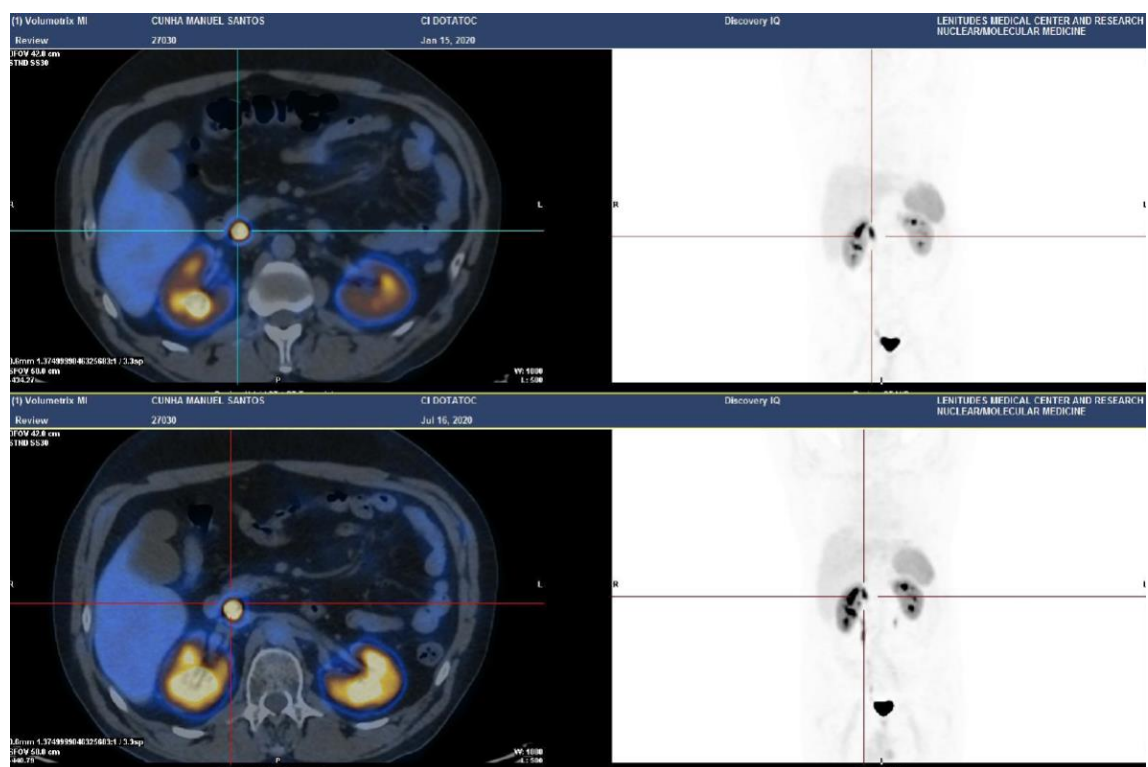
PET com Ga68-DOTA-TOC – exame de seguimento
